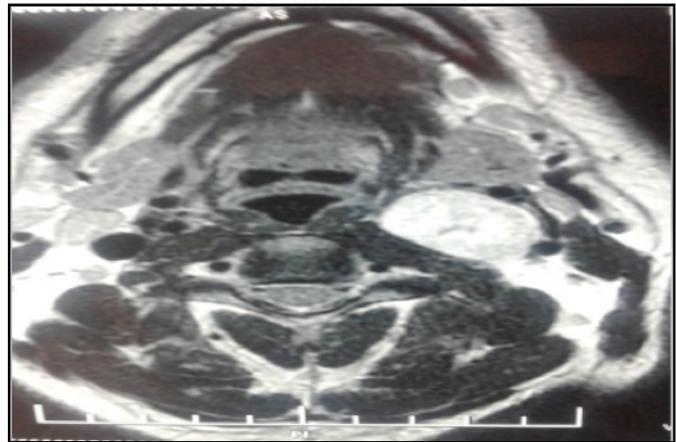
IRM cervico-faciale en coupe axiale séquence pondérée en T1 après injection de gadolinium: Schwannome du nerf vague.
